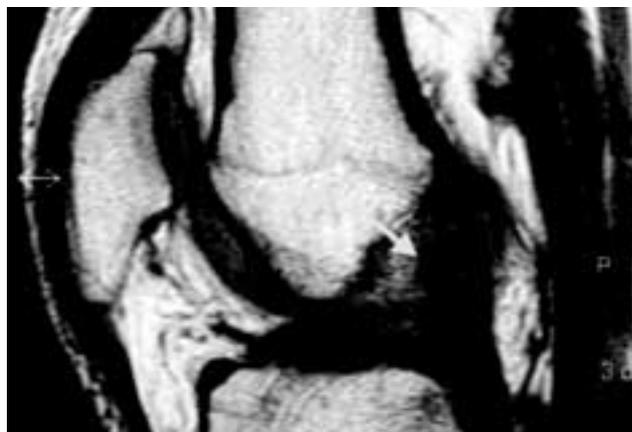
IRM confirmant une rupture de LCA.
